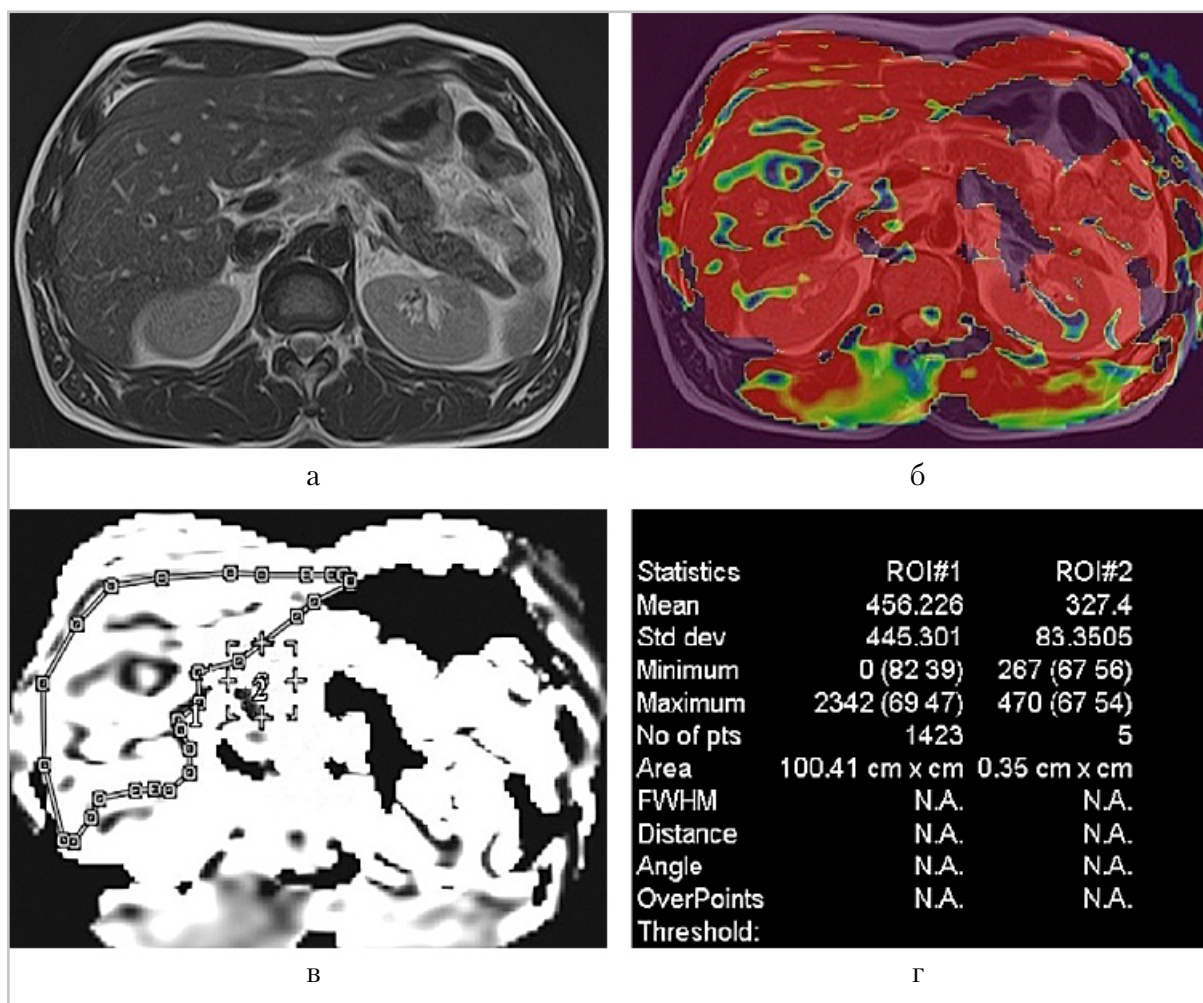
МР-томограммы пациента с хроническим вирусным гепатитом С в стадии обострения. МР-изображение в режиме Т2-ВИ (а), цветная перфузионная карта (красное картирование — гиперперфузия) (б), получение количественной характеристики ASL-перфузии в серой шкале с маркировкой зон интереса (печень, воротная вена) (в), количественная карта ASL-перфузии печени с количественными показателями перфузии паренхимы печени (ROI # 1), перфузии в воротной вене (ROI # 2), где строка Mean содержит основные числовые показатели, используемые для вычислений, остальные строки отражают вариацию количественного показателя перфузии и пространственные характеристики зоны интереса (г)
